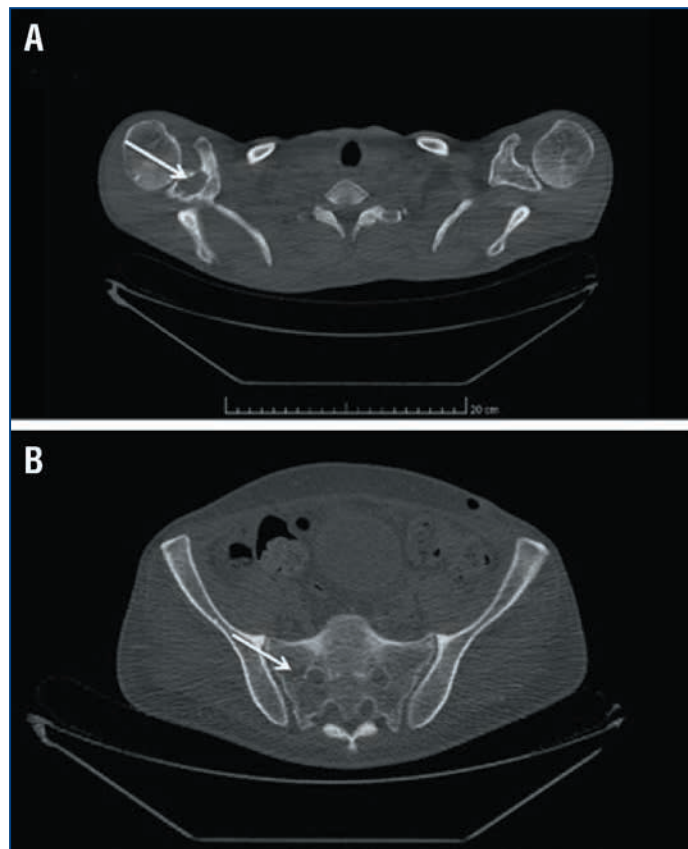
Результаты низкодозной КТ с выявленным участком разрежения костной ткани (белая стрелка) в области тела правой лопатки (А) и правого поперечного отростка позвонка S4 (В)
